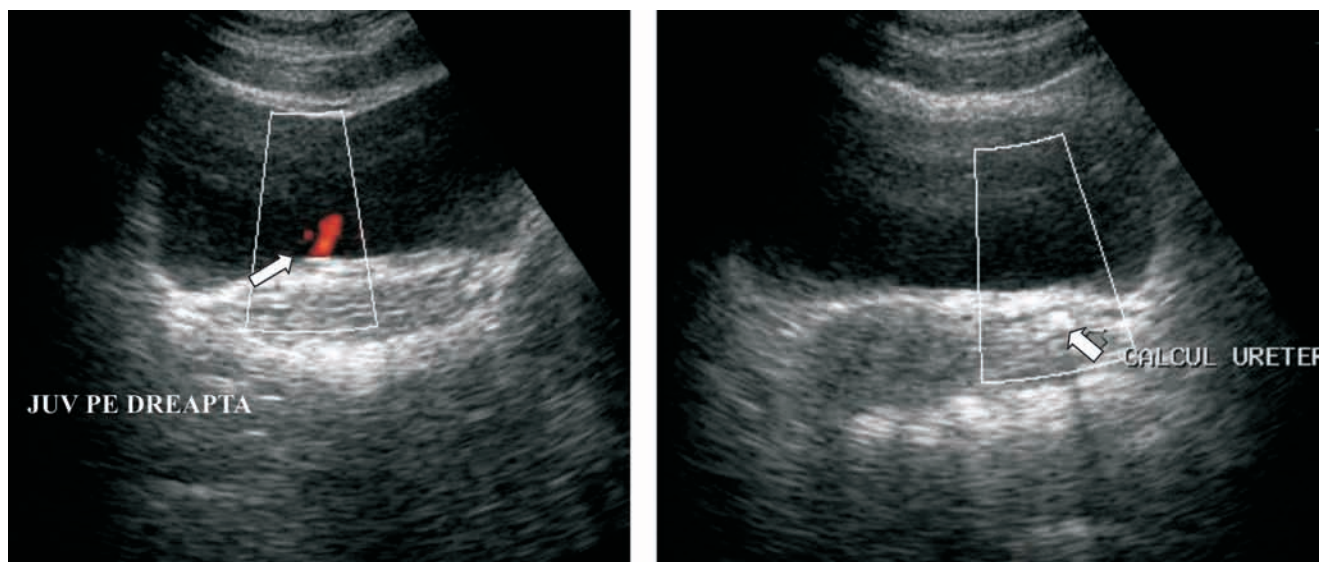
Evaluarea JUV în regim Doppler (pe partea afectată lipseau).
